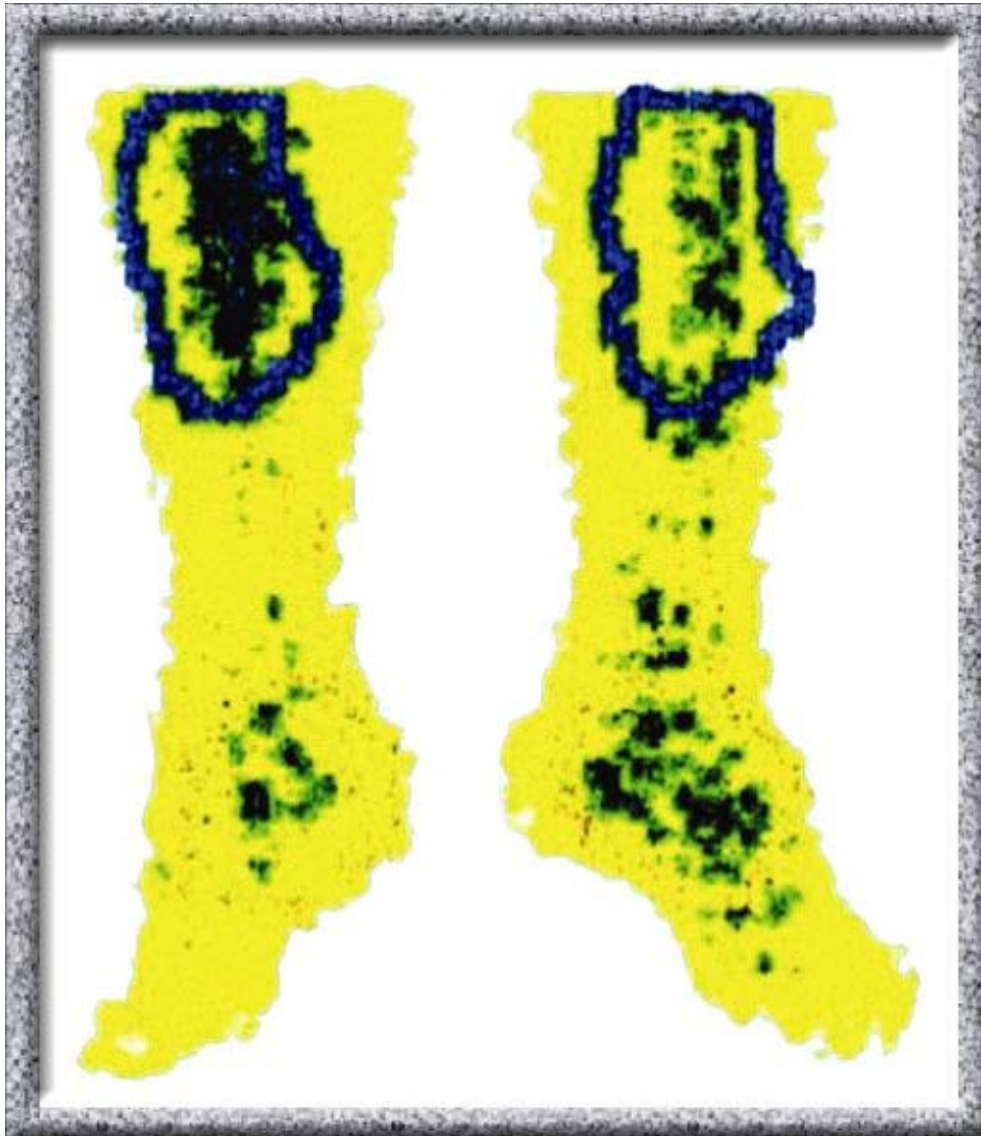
Костная фаза сцинтиграфии голеней и стоп пациента П. после лечения
